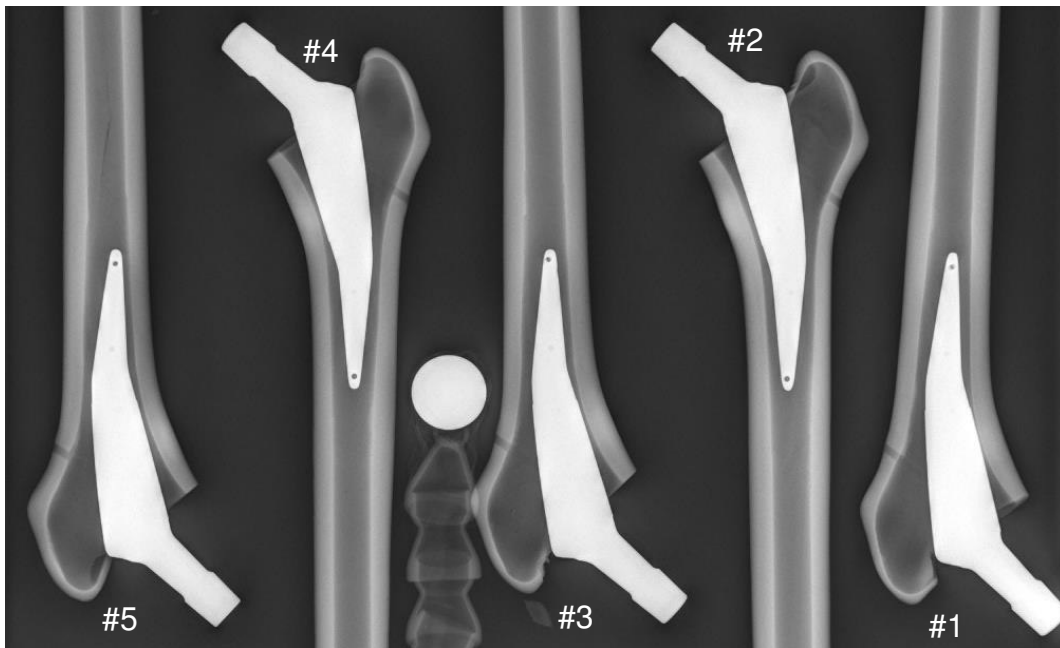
Röntgenbild des AIDA-Kurzschaftsystems in AP-Ansicht bei valgischer Schaftstellung.
